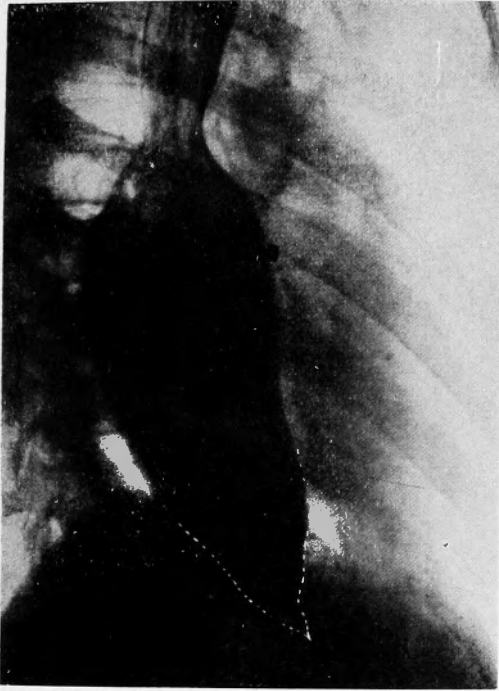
術前20日X線像(特發性食道擴張症)
